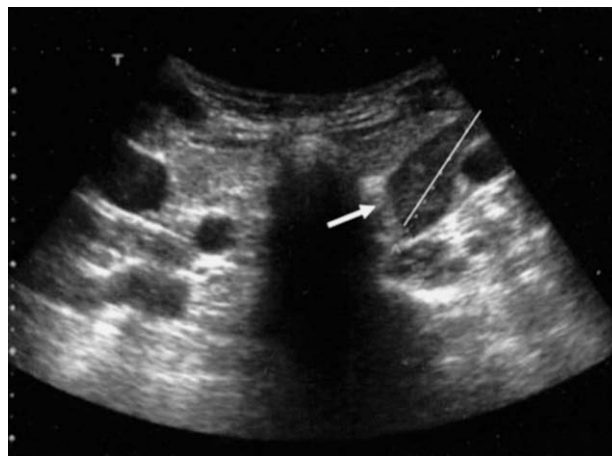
Ecografía paratiroidea. Adenoma paratiroideo inferior izquierdo. Lesión sólida, hipoecoica respecto al tejido tiroideo.
